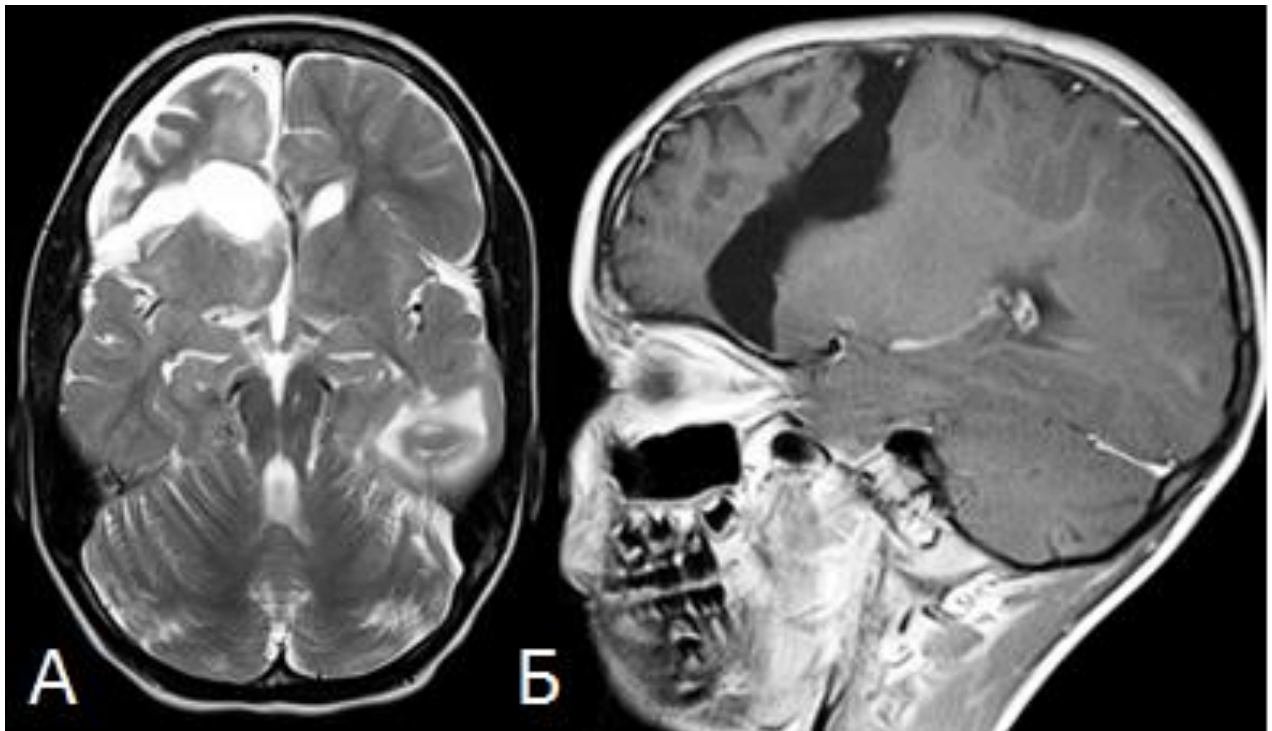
МР-томограммы пациента после фронтальной дисконнекции. А - T2-взвешенное изображение в аксиальной плоскости; Б – T1-взвешенное изображение в сагиттальной плоскости
